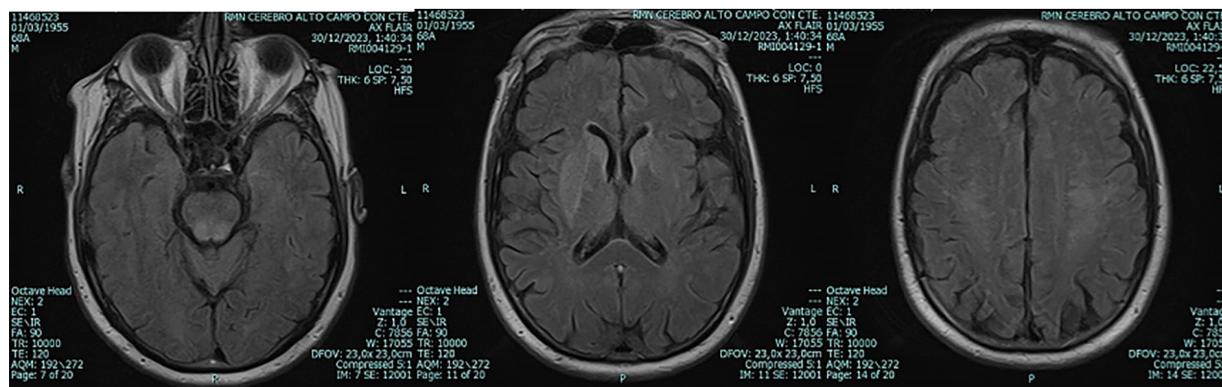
RMN de encéfalo secuencia ponderada FLAIR. Se evidencia disminución de las lesiones con respecto a estudio previo
